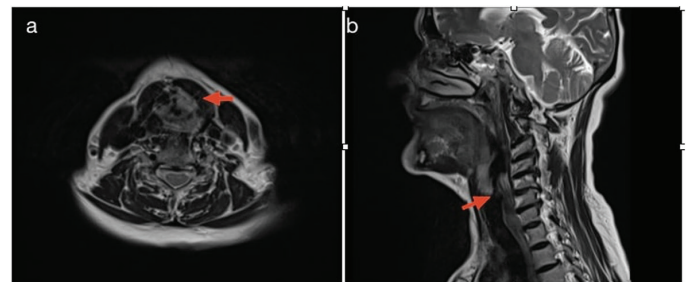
Red arrow shows the intermediate signal increase of the left sided mass lesion on the unenhanced T1 weighted axial image. Note the MRI T1 weighted image also showed that low signal cystic dilatation of the laryngeal ventricle on the right side (a). On the T1 weighted unenhanced axial image revealed that there is a narrowing on the glottic region due to the mass lesion located on band ventricle (b)
